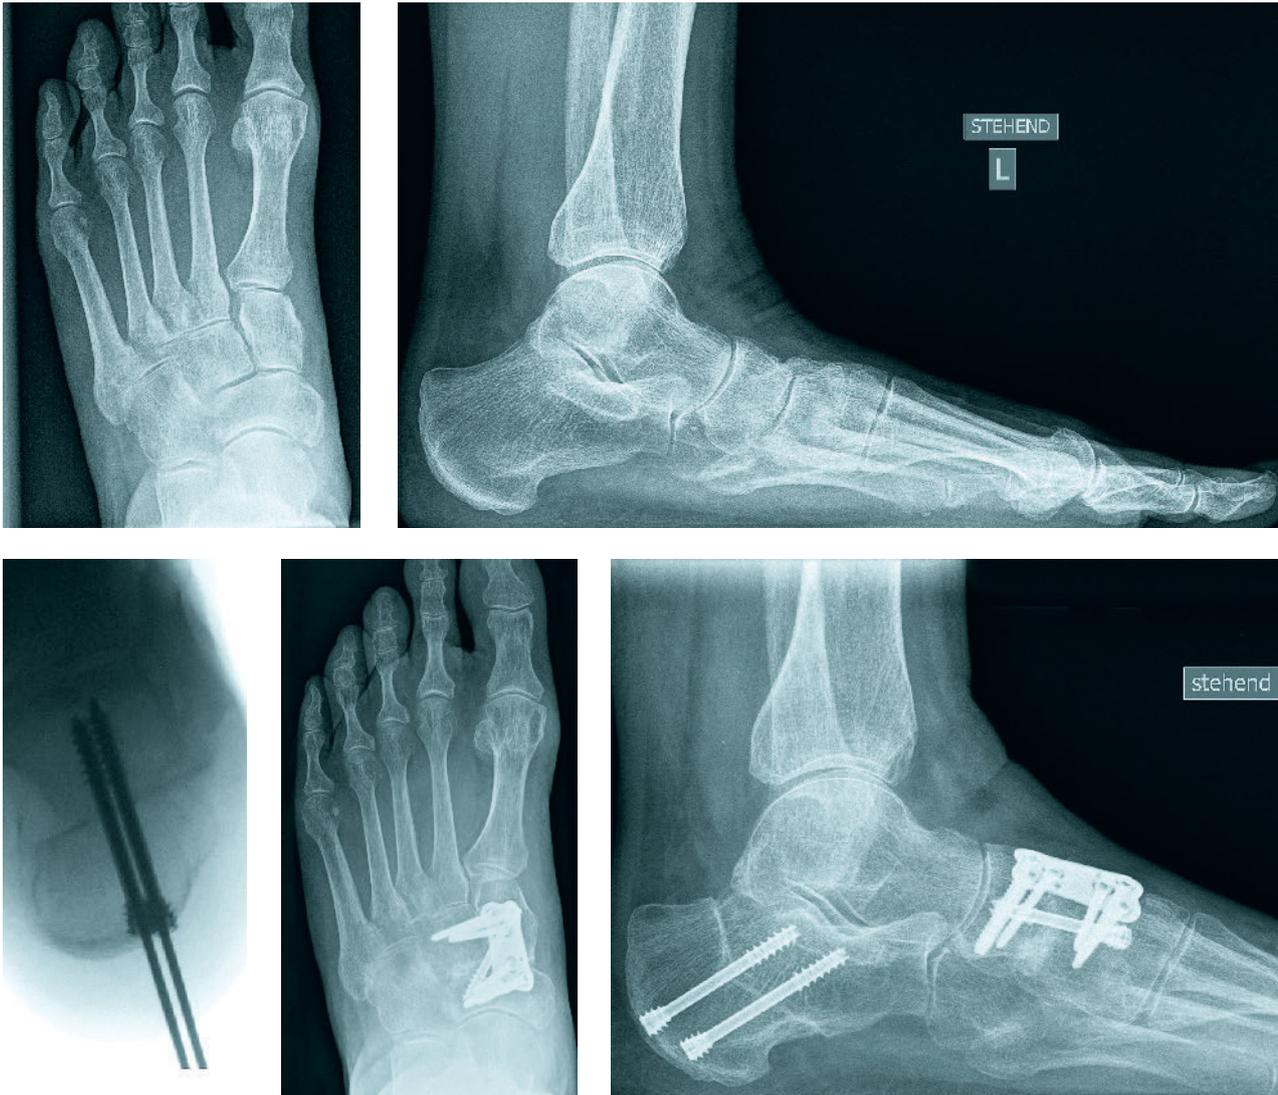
Röntgenbild des Fußes streng seitlich im Stehen und d.p. präoperativ. Röntgenbild des Fußes postoperativ bei Z.n. Kalkaneusverschiebeosteotomie und Arthrodesen des NC-Gelenkes bei Pes planovalgus und Instabilität im NC-Gelenk. Intraoperatives Röntgen des Kalkaneus axial nach minimalinvasiver Kalkaneusverschiebeosteotomie und Schraubenosteosynthese. (NC = Naviculo-Cuneiforme)
